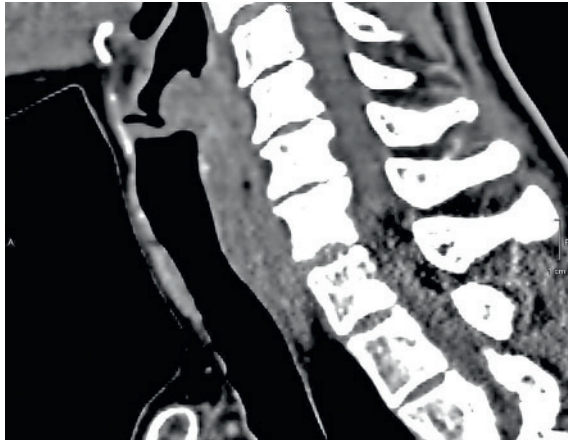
Компьютерная томография. Сагиттальная проекция. Опухоль гортаноглотки с тотальным поражением всех стенок с распространением на хрящи гортани и шейный отдел пищевода
